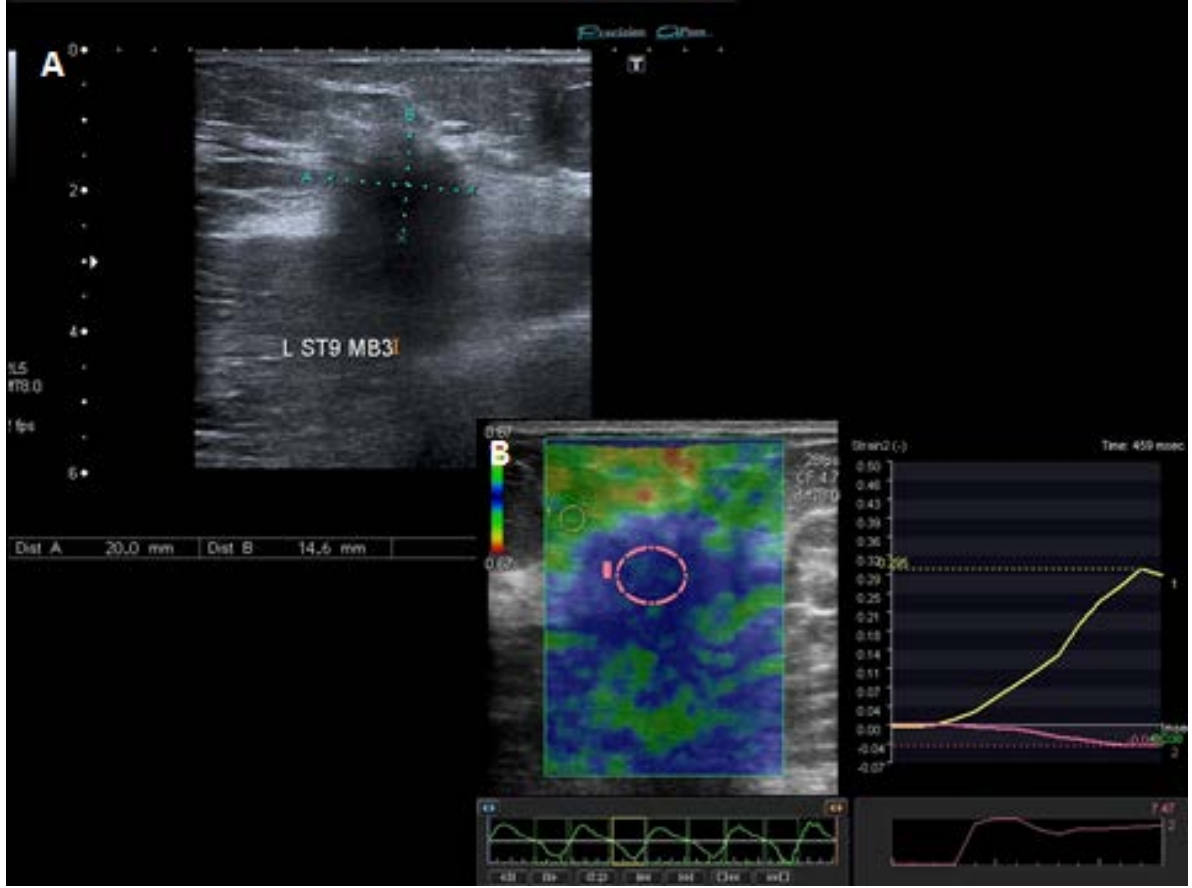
43 yaşında kadın hasta. A. Gri-skala USG'de sol meme üst orta kadranda 20x16 mm boyutlu, düzensiz sınırlı, lobule konturlu, hafif heterojen, posterior gölgelenmeye neden olan, BI-RADS 4 kitle lezyonu izlenmektedir. B. Elastogramda gerinim oranı 2,13 ölçülmüş olup elastisite skoru 2'dir. Sonoelastografi özellikleri benign olarak değerlendirilen bu kitle histopatolojik inceleme sonrası fibrokistik değişiklik olarak tanı aldı.
